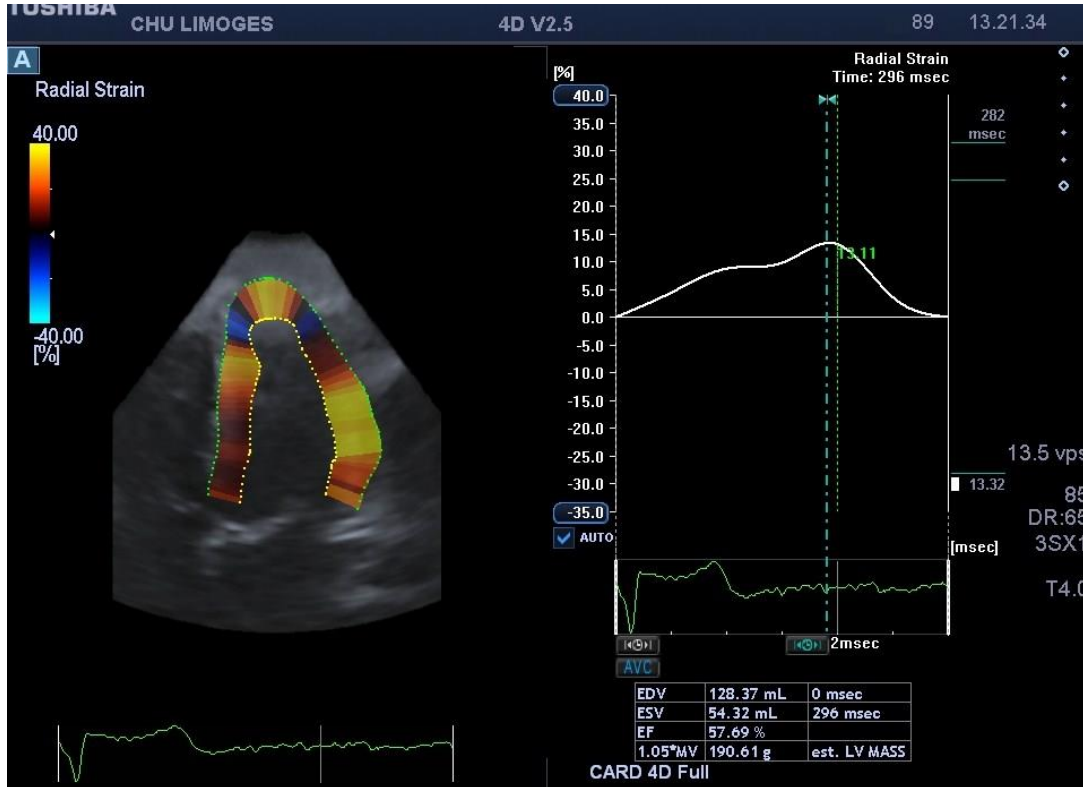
Exemple de 3D-SGR du VG. Source : images extraites d'un examen réalisé dans notre service au CHU de Limoges et recueillies sur l'échographe Toshiba
